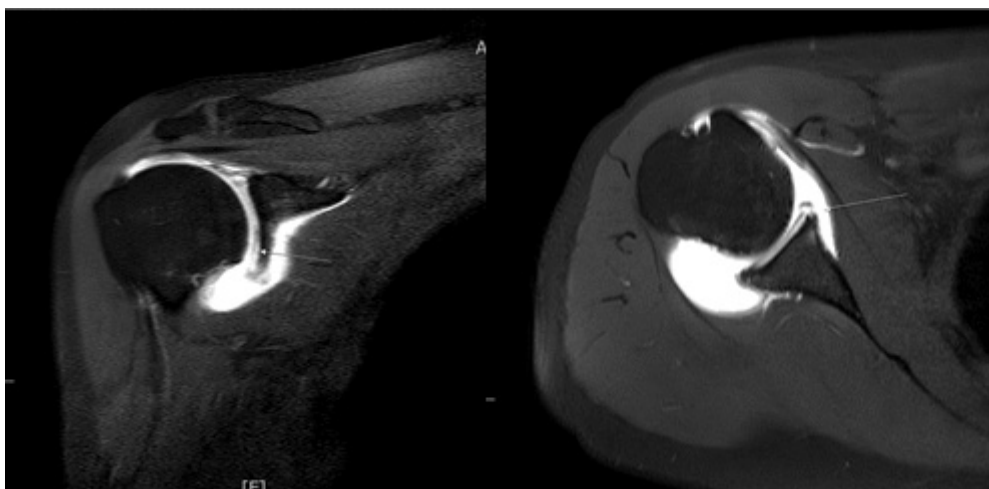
[2018.02.12.] Shoulder MRI ; Compatible with Bankart lesion(labral tear) in right shoulder d/t previous anteroinferior dislocation of shoulder joint.
